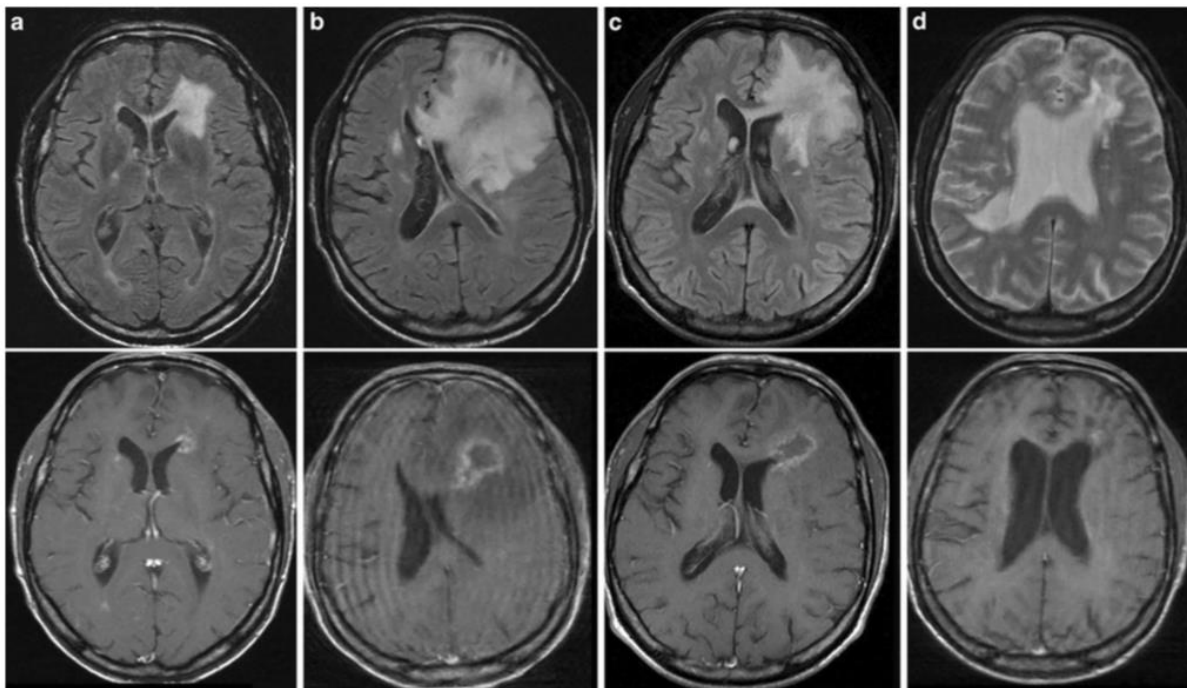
Untersuchungen mittels zerebraler MRT bei RVCL (aus (Hedderich, Lummel et al. 2020)). Die zerebrale MRT eines Patienten mit RVCL zeigt eine randständige Läsion ohne raumfordernden Effekt. Die obere Reihe zeigt axiale T2-FLAIR-Sequenzen (a, c) oder T2W-TSE-Sequenzen (b, d). Die untere Reihe umfasst kontrastverstärkte T1 Sequenzen. Eine konfluierende Hyperintensität der periventrikulären weißen Substanz findet sich vor allem an den Vorderhörnern der Seitenventrikel. Neben dem linken Vorderhorn des Seitenventrikels ist eine Läsion ohne relevanten Raumforderungseffekt zu sehen. Kleinere Kontrastmittel anreichernde Läsionen finden sich angrenzend an den hinteren Teil des linken Seitenventrikels und in der tiefen weißen Substanz der linken Hemisphäre (a). Nach drei Monaten vergrößerte sich die Läsion am linken Vorderhorn (b). Nach fünf Monaten blieb die Läsion in Größe und Aussehen stabil (c) und nach weiteren 2 Monaten kam die Läsion verkleinert zur Darstellung (d).
